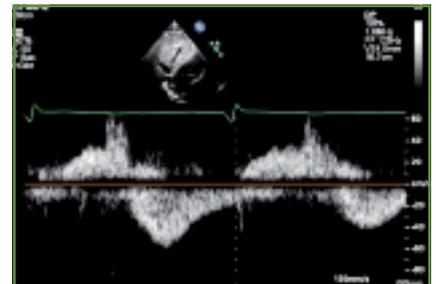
Flux Doppler pulsé dans les veines sus-hépatiques.
